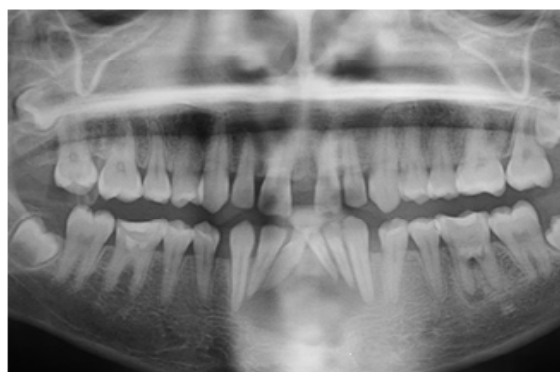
orthopantomogramme : image lacunaire uniloculaire entourée d'un liseré d'ostéocondensation avec digitations inférieures appendues aux apex des dents du bloc incisivo-canin mandibulaire
